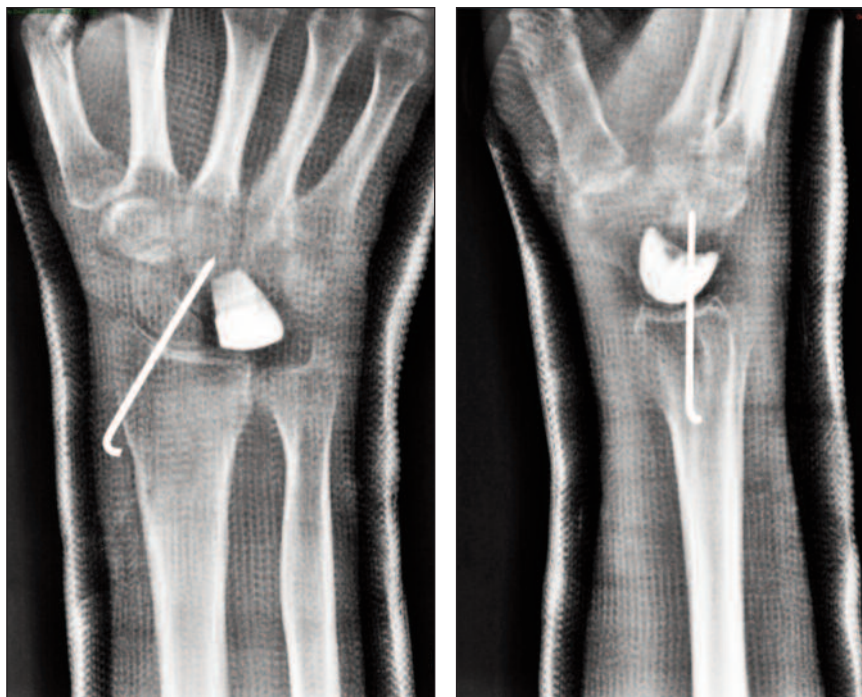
Radiografía posoperatoria que muestra la artroplastia del hueso semilunar y la estabilización provisoria con una clavija radio-escafo-grande.
